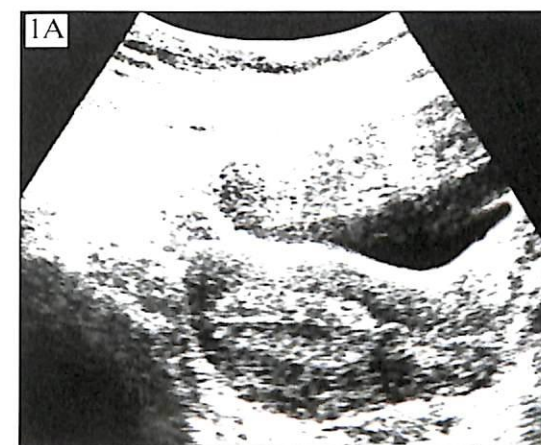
(1, 2). Ненарушенная трубная беременность, истмическая локализация. Два примера успешной визуализации эктопического Пл/Я при трансабдоминальном исследовании; с последующим подтверждением (в обоих наблюдениях) результатов первого этапа комплексного УЗИ с помощью ТВ-датчика, а затем — операционно.
